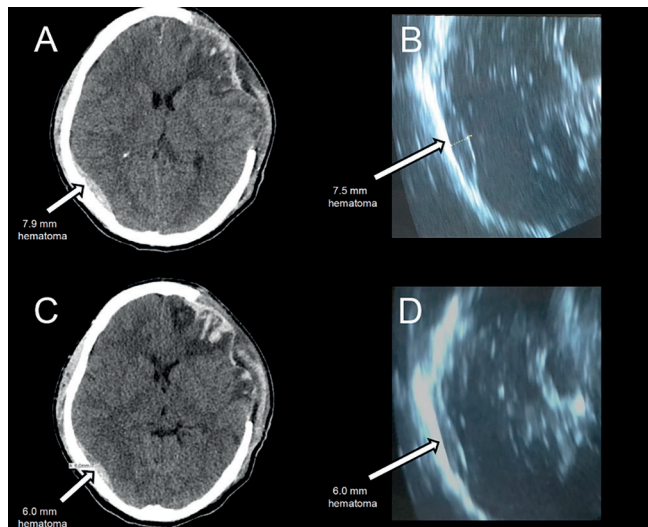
Imagem de tomografia computadorizada do crânio e exames ultrassonográficos após a cirurgia. (A) Tomografia computadorizada no dia 2, que mostra edema difuso persistente e hemorragia epidural com diâmetro aproximado de 7,9mm. (B) Ultrassonografia realizada no dia 2, que revela um hematoma epidural com 7,5mm de diâmetro. (C) Tomografia computadorizada realizada no dia 3, que revela um hematoma epidural com diâmetro de 6,0mm. (D) Ultrassonografia realizada no dia 3, que revela um hematoma com diâmetro de 6,0mm.
